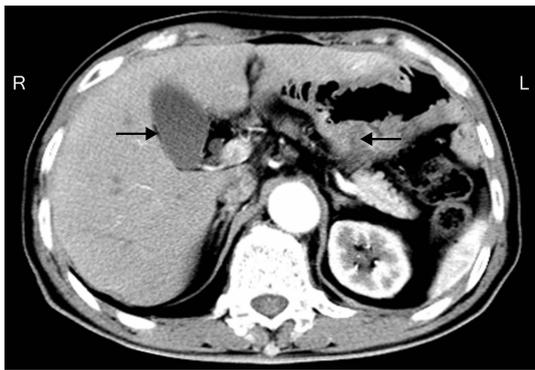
入院 CT 检查示原胃大部分切除术后改变,残胃充盈不佳,壁稍增厚(→示胆囊,←示残胃壁)
